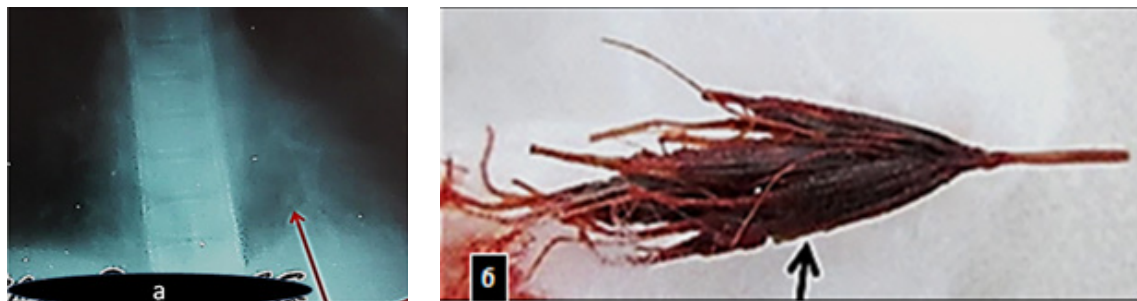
а – рентгенограмма грудной клетки (стрелкой указана тень ателектаза и высокое стояние купола; б – инородное тело (фрагмент колоска пшеницы)
